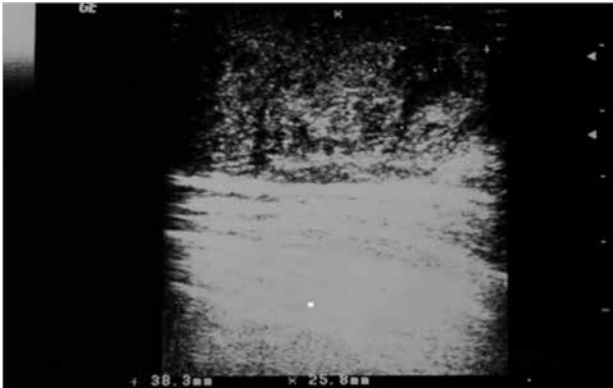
The hydatid cyst was observed as well-circumscribed and heterogeneous solid lesion by ultrasonography
